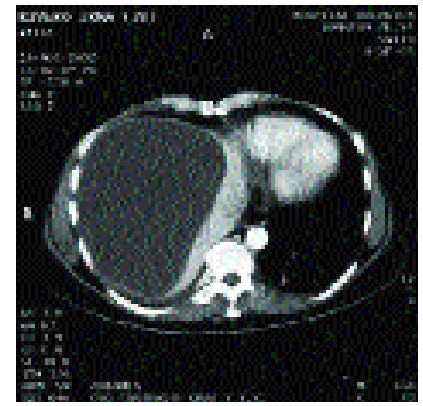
Se observa en la tomografía computada biloma subfrenico
